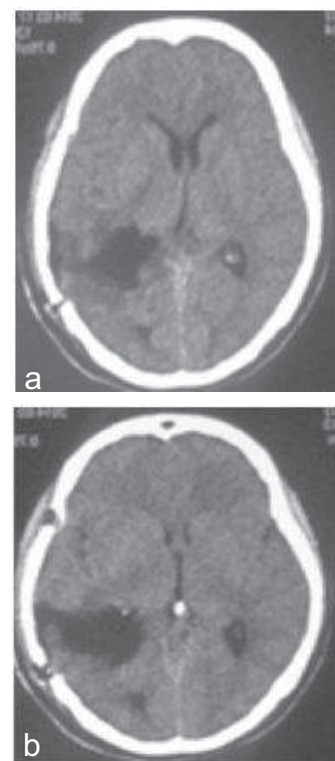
TDM cérébrale post opératoire en coupe axiale du 2^e cas objectivant une exérèse totale à travers un abord trans-temporal moyen et postérieur droit.
